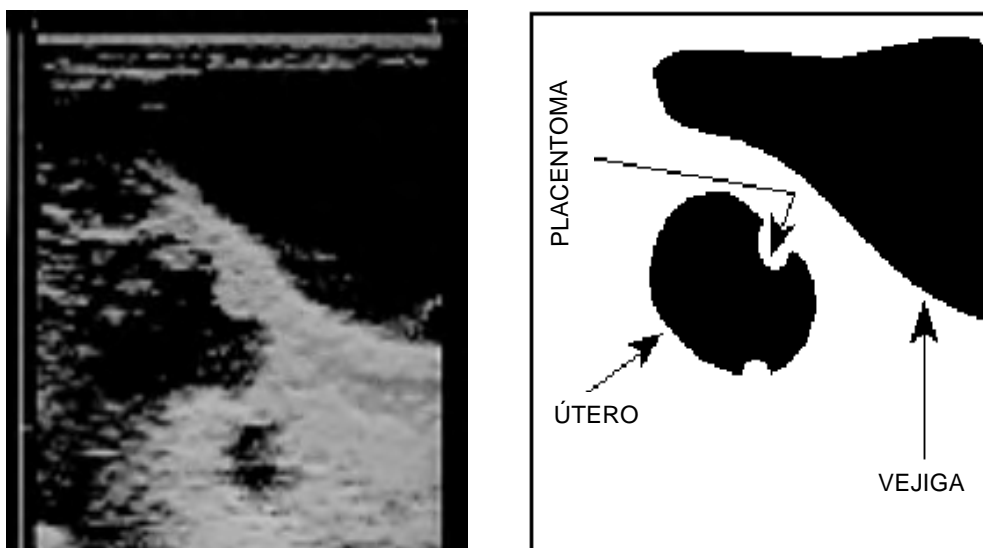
Ecografía de una oveja gestante de 37 días en la que se aprecian los placentomas. (Ecography of a pregnant ewe on the 37 day of pregnancy, where the placentome can be observed).
